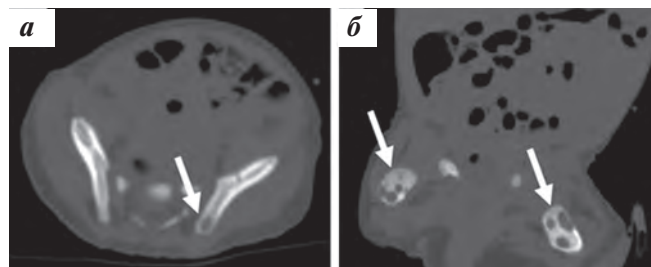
КТ костей таза на первом месяце жизни: а — очаг деструкции размерами 4×6 мм на уровне задней верхней ости левой подвздошной кости; б — множественные очаги и фокусы деструкции проксимальных отделов бедренных костей размерами от $1,5$ до 12×5 мм
